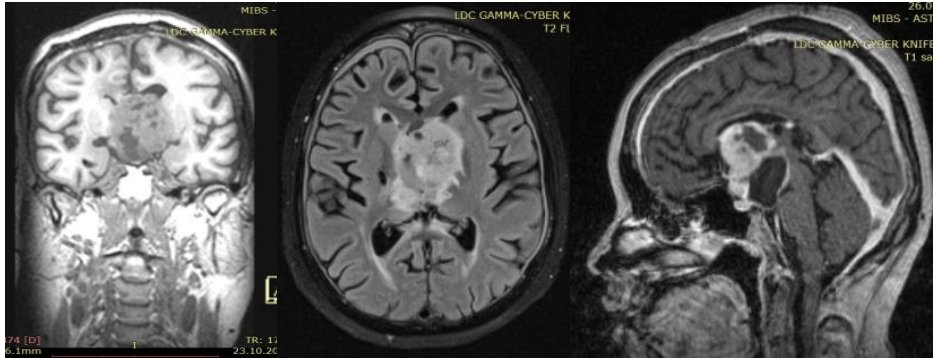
МРТ больной У. перед повторной операцией – продолженный рост опухоли.
